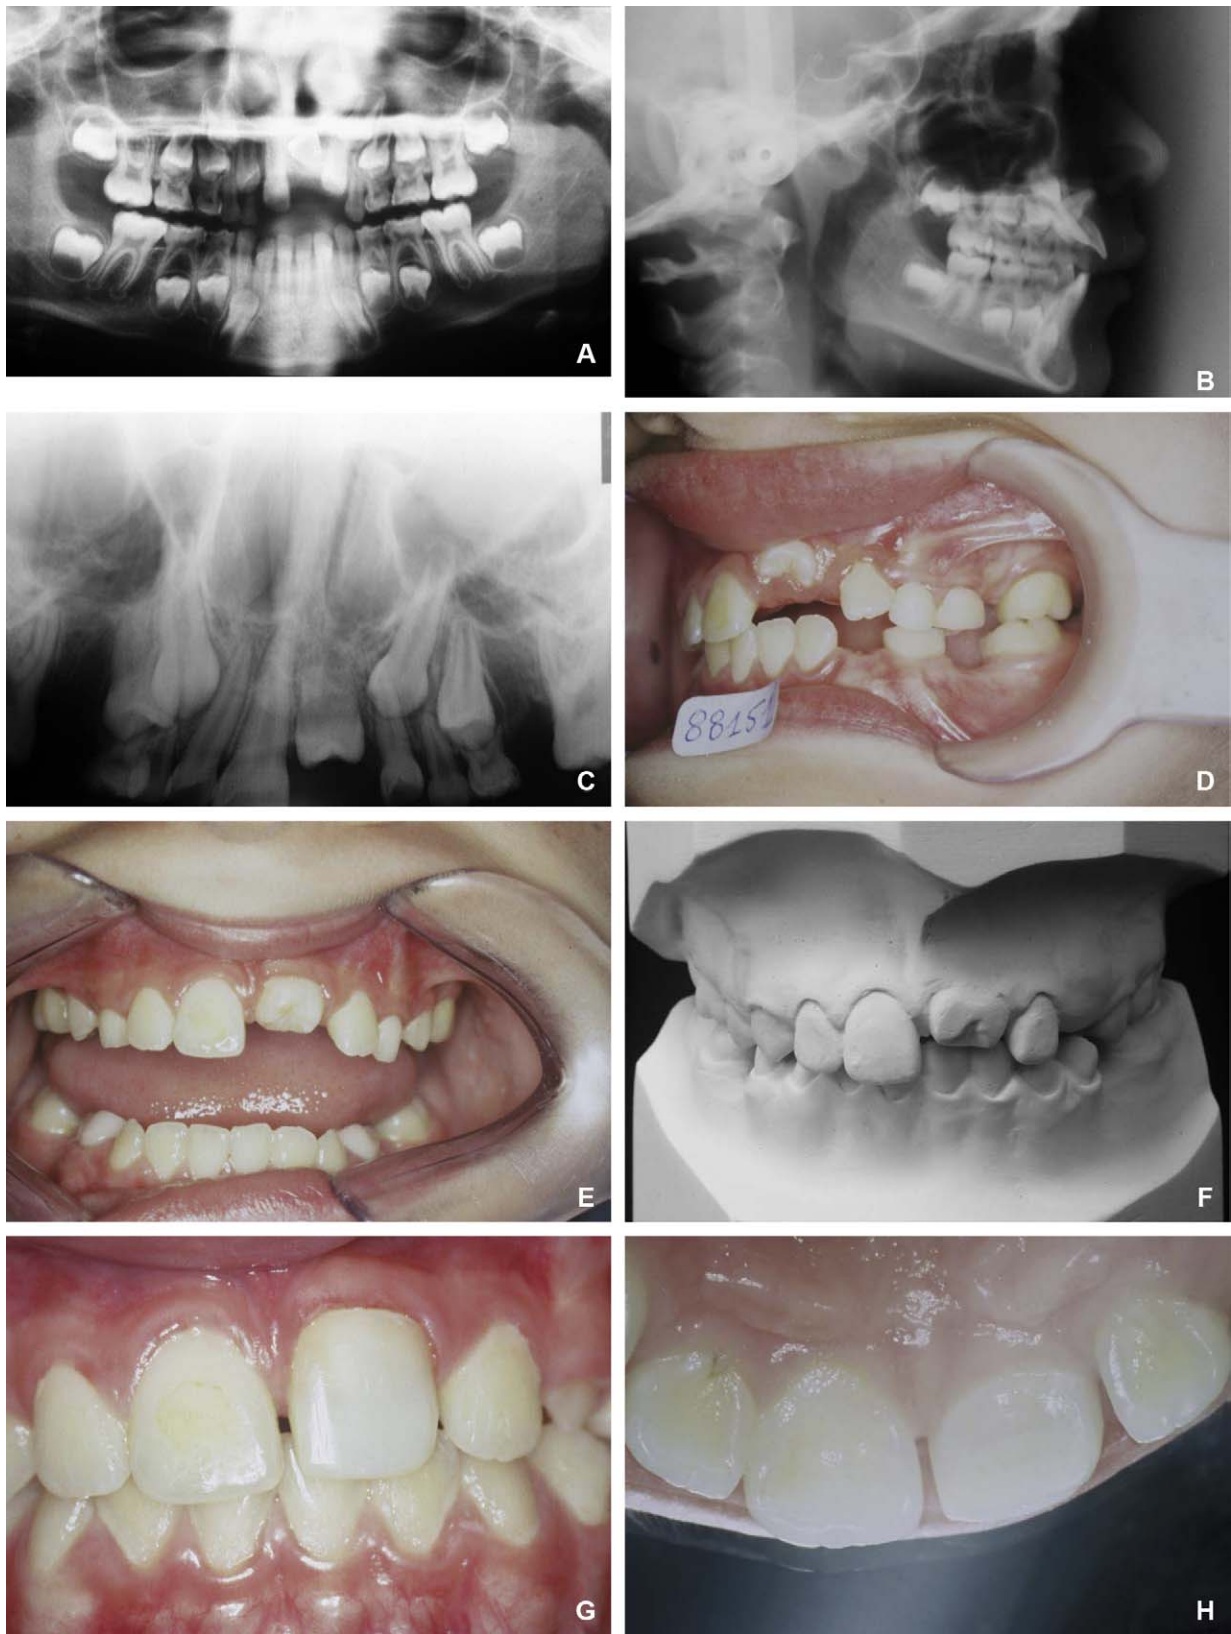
(A à I) Inclusion ectopique de 21, malformée avec angulation de la racine sur la couronne. Transplant de 25 en situation de 21 avec positionnement en rotation de 90°. Évolution, mise en place et coronoplastie. Radiographies préopératoires et trois ans après la fin du traitement.
